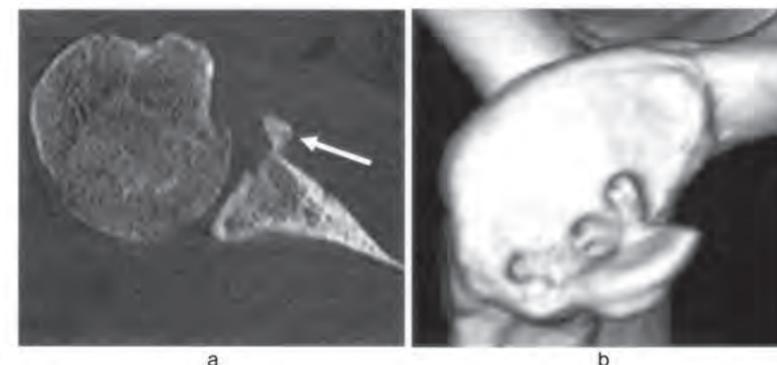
術後1ヵ月の体軸断面CT像、骨片(矢印) 図6b 術後1ヵ月の3D-CT像、骨片(矢印)
